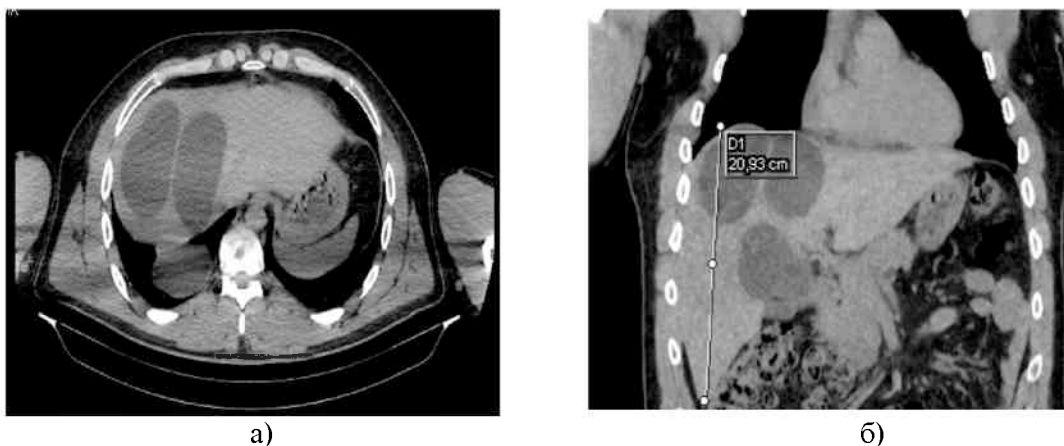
Компьютерная томограмма, сагиттальная (а) и фронтальная (б) проекции
